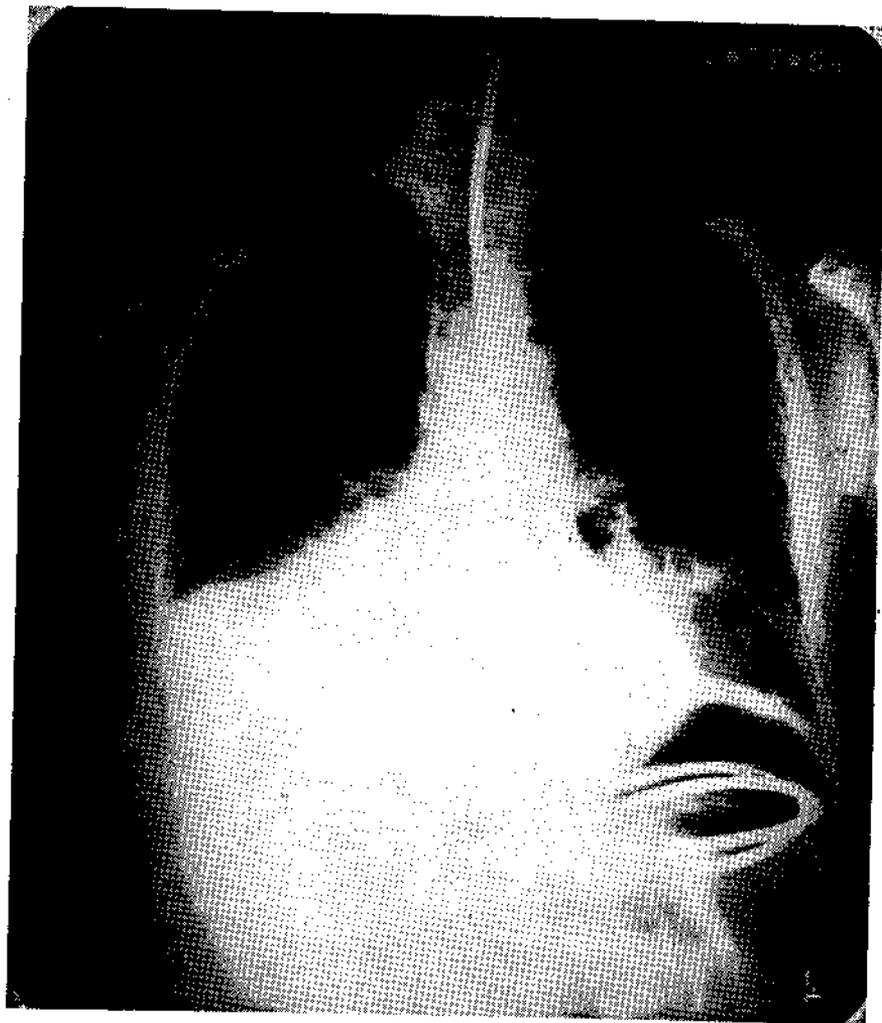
La telerradiografía de tórax del 17-V-54 muestra signos subjetivos de infartos pulmonares.
